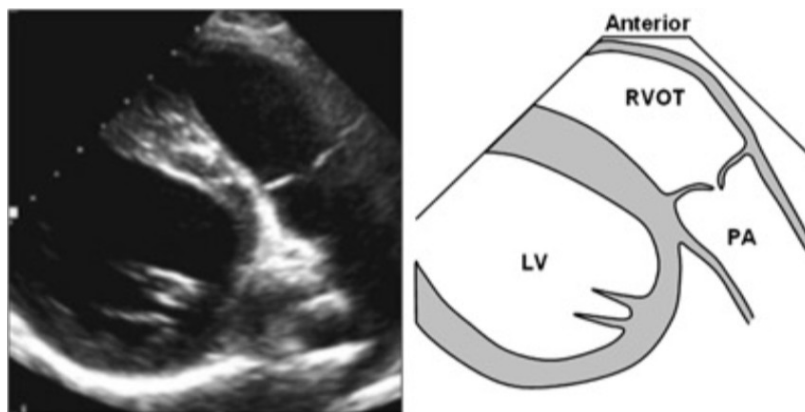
parasternal lange Achse* (15)
